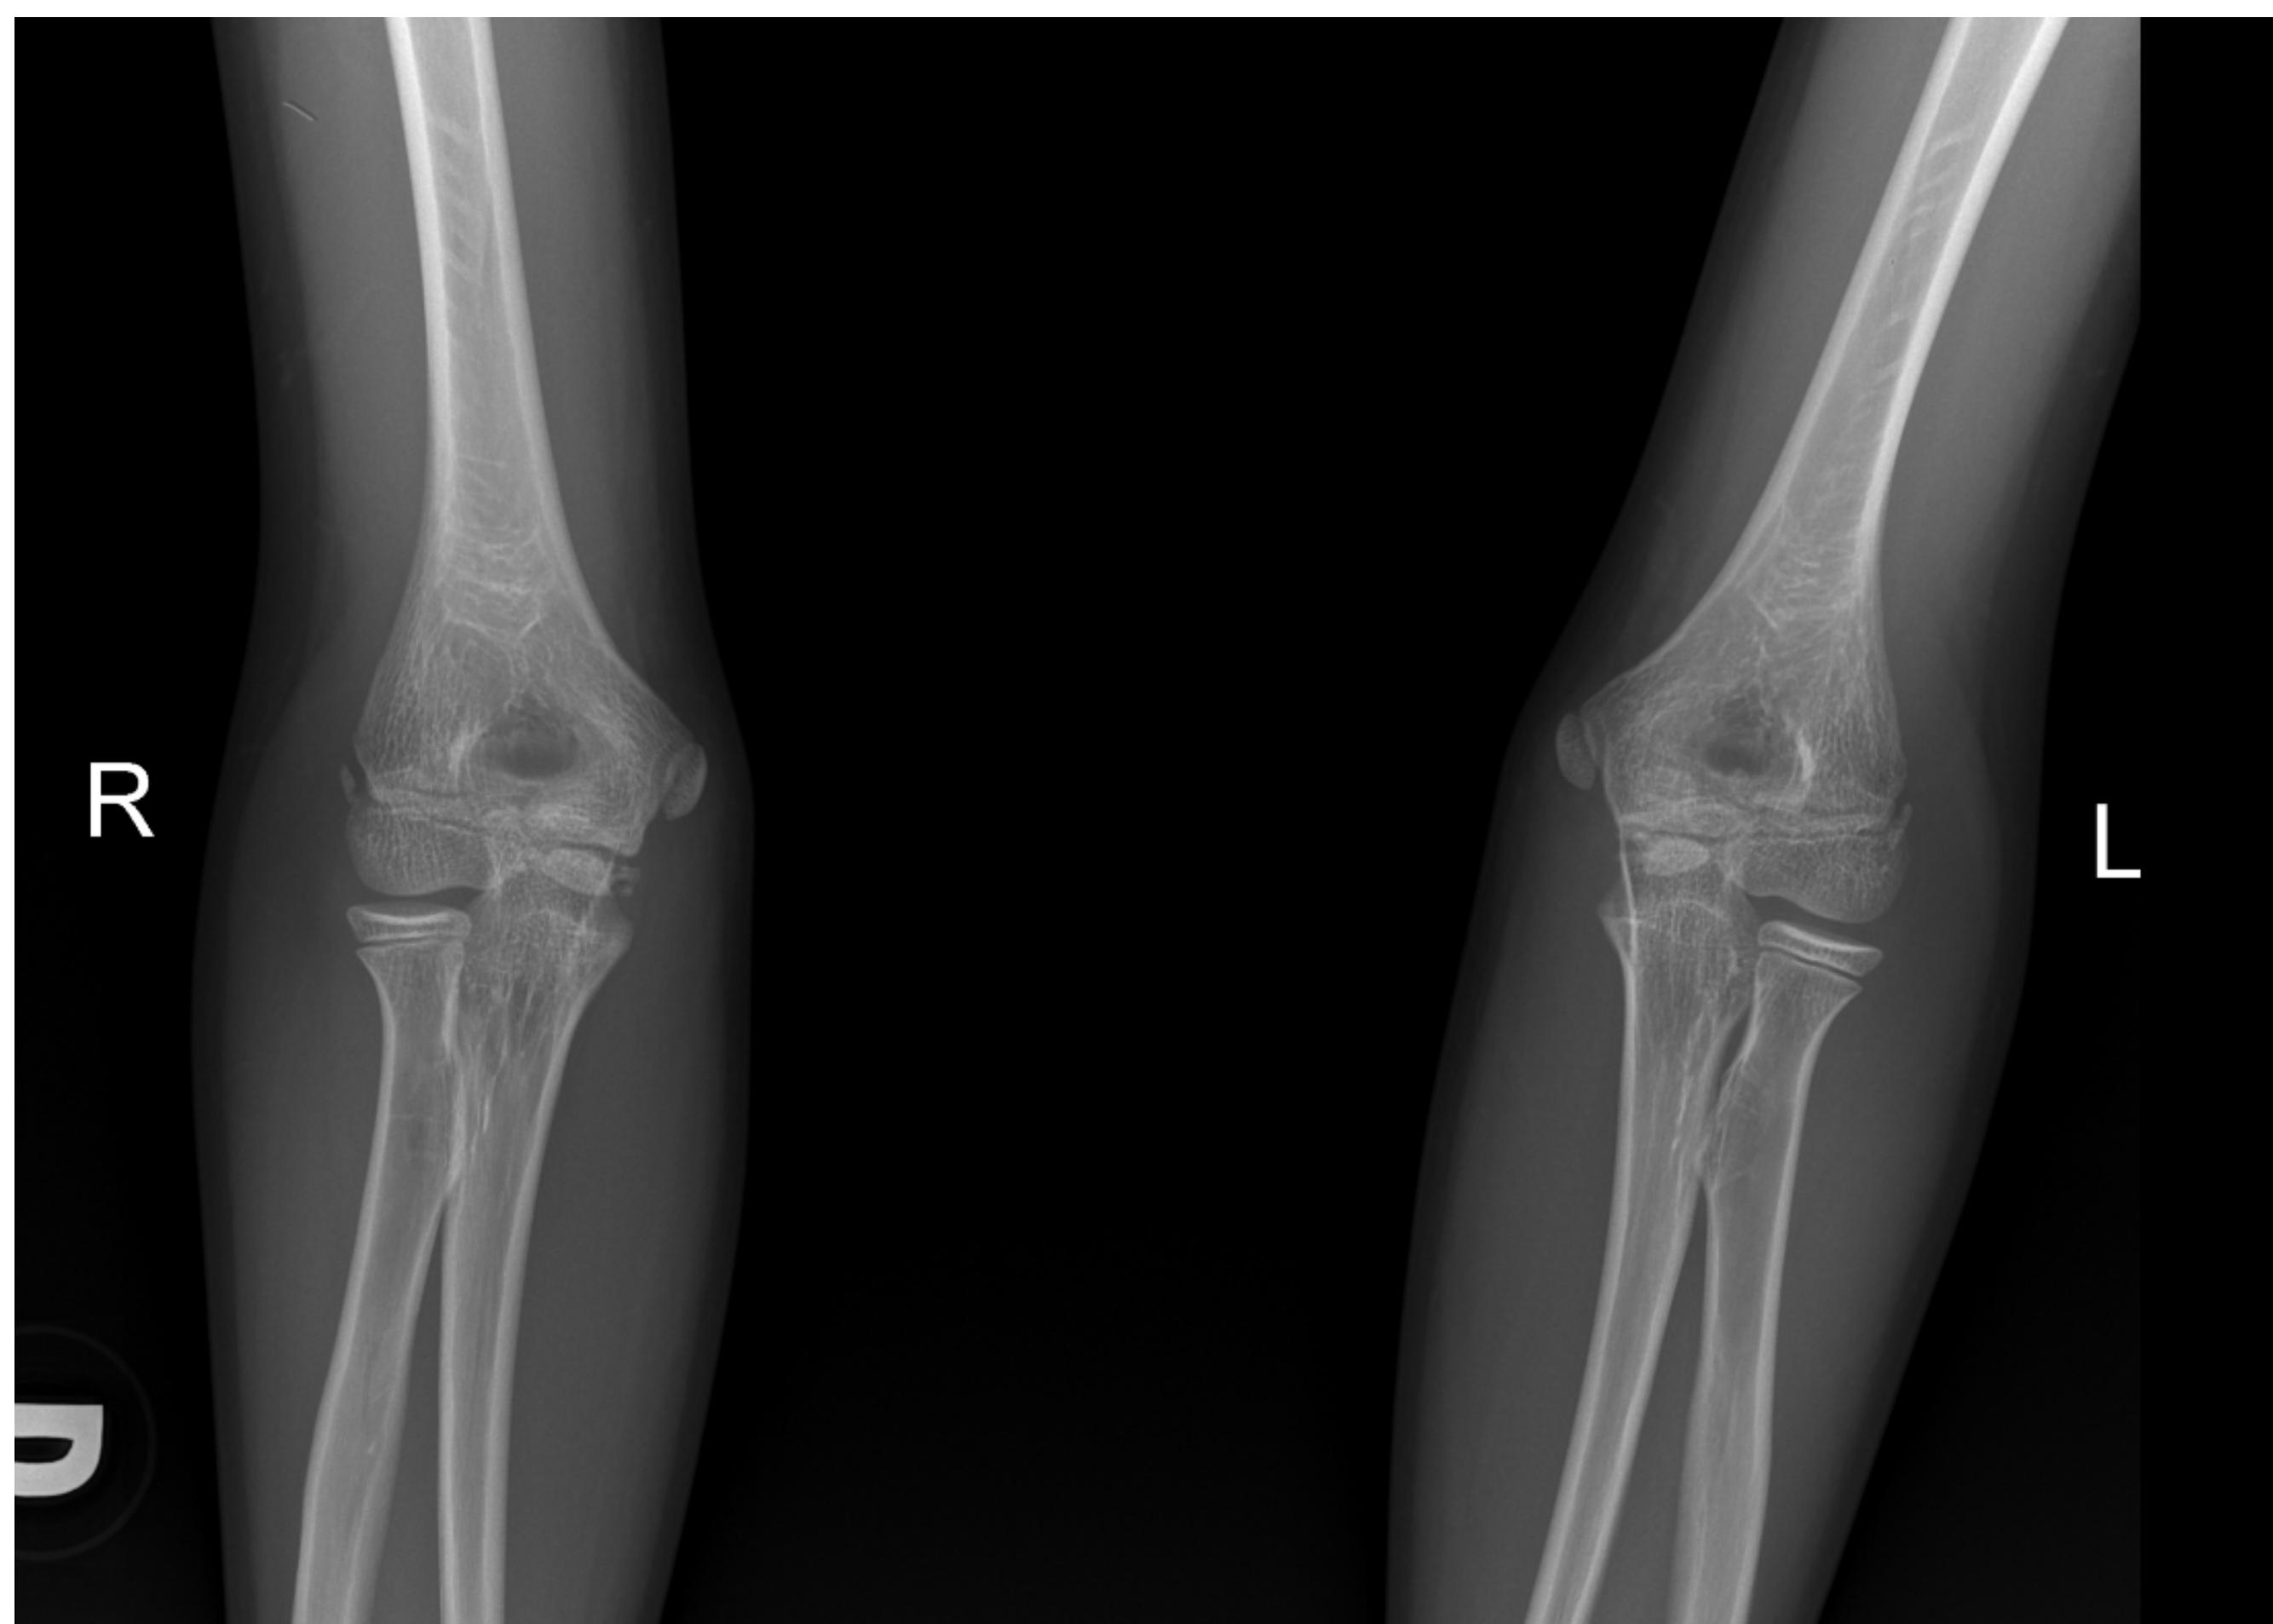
Radiografías simples anteroposterior de ambos codos.
